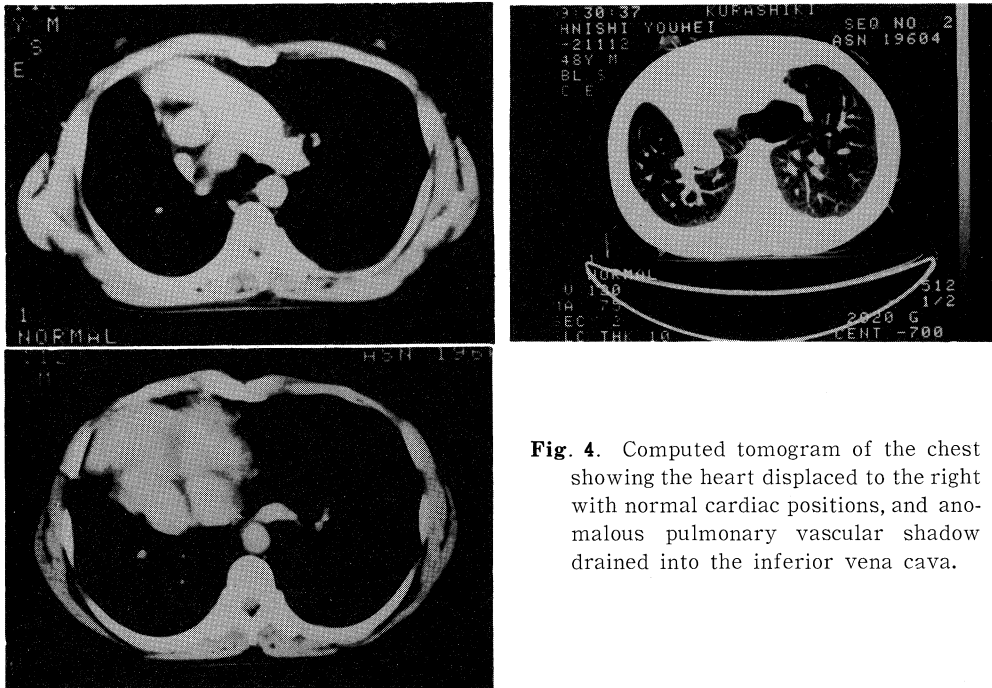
Computed tomogram of the chest showing the heart displaced to the right with normal cardiac positions, and anomalous pulmonary vascular shadow drained into the inferior vena cava.
